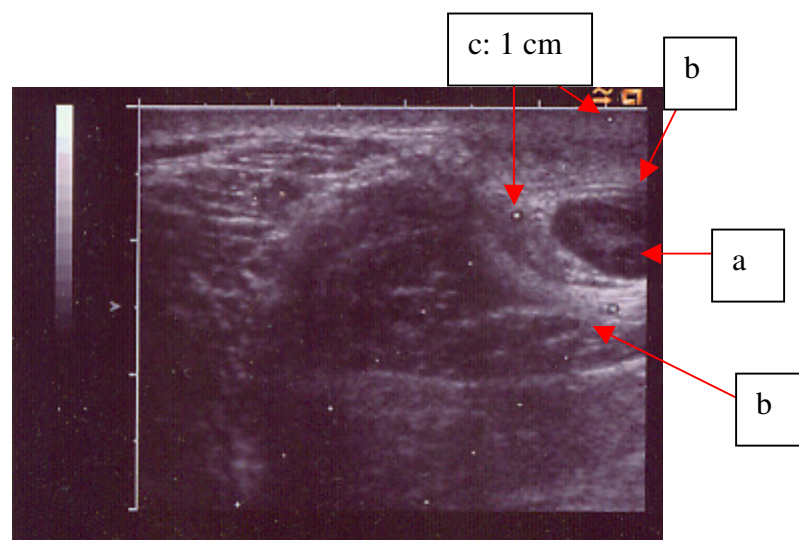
sonographisches Einstellen des Lymphknotens (a) , des möglichen Punktionsweges (b) und Ausmessen der Tiefe (c)
